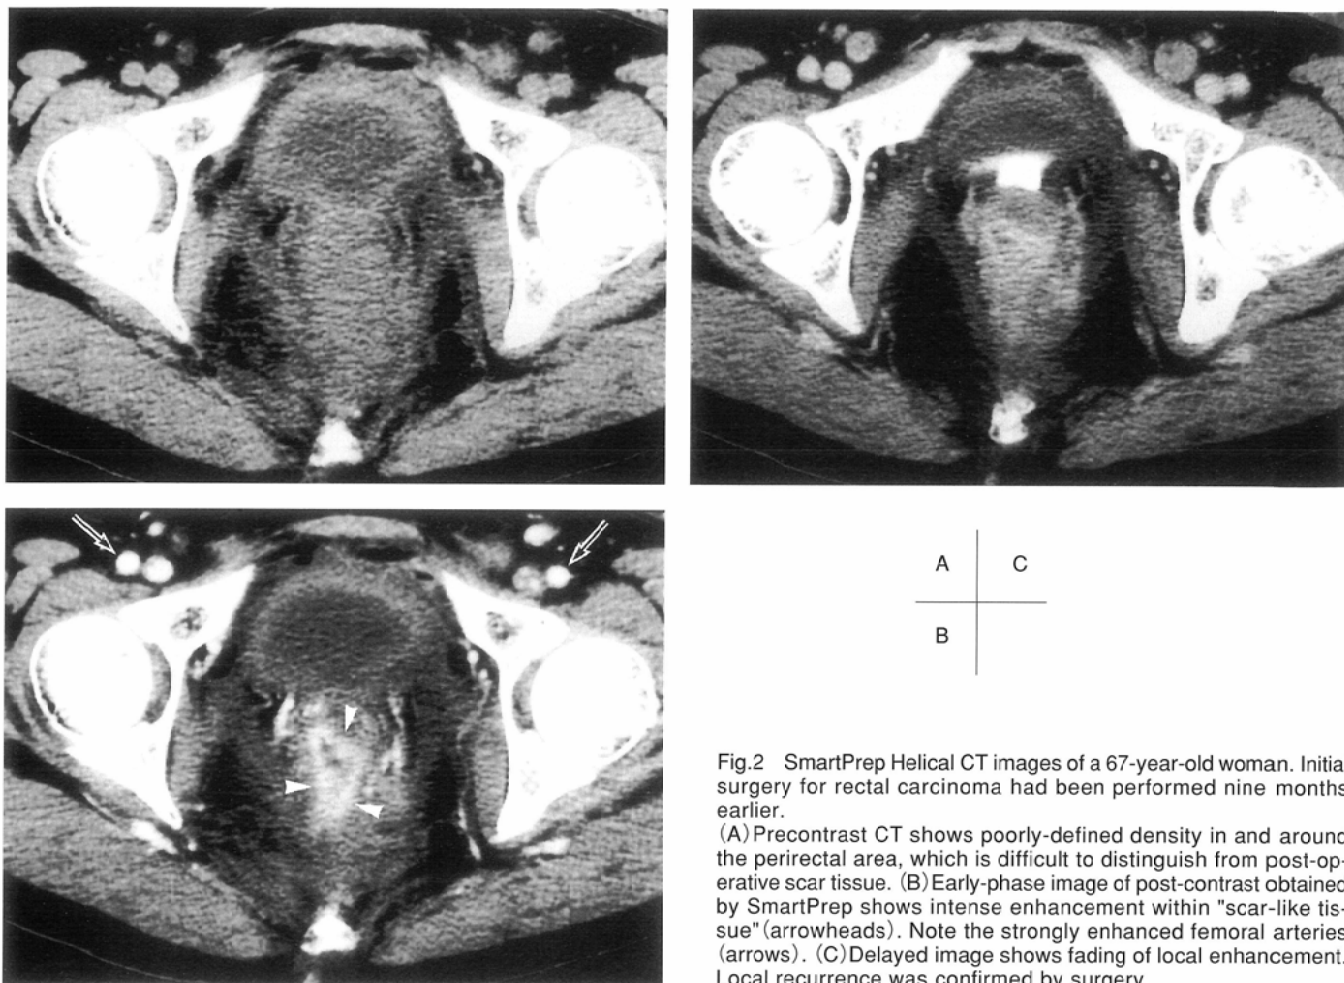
SmartPrep Helical CT images of a 67-year-old woman. Initial surgery for rectal carcinoma had been performed nine months earlier. (A) Precontrast CT shows poorly-defined density in and around the perirectal area, which is difficult to distinguish from post-operative scar tissue. (B) Early-phase image of post-contrast obtained by SmartPrep shows intense enhancement within "scar-like tissue" (arrowheads). Note the strongly enhanced femoral arteries (arrows). (C) Delayed image shows fading of local enhancement. Local recurrence was confirmed by surgery.
